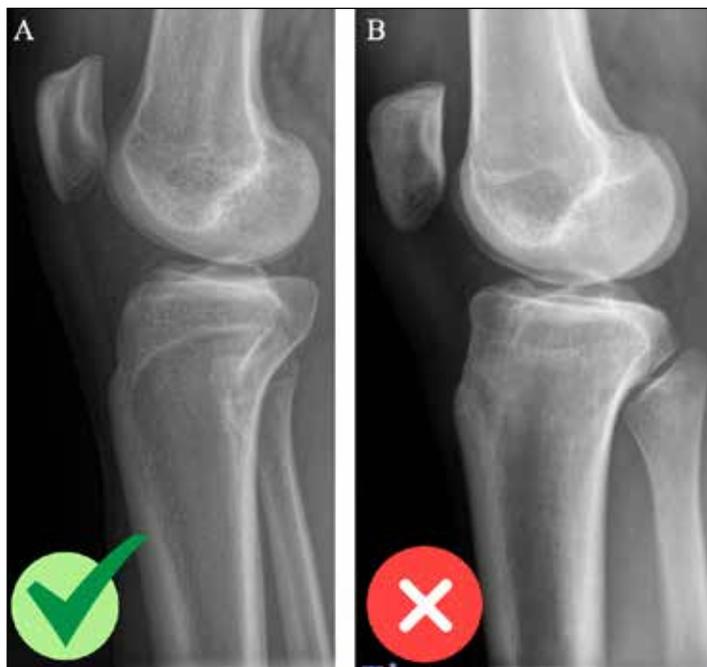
Exemple de radiographie correctement réalisée (A) et de radiographie ininterprétable due à l'hyperextension et l'absence de superposition des condyles (B).
